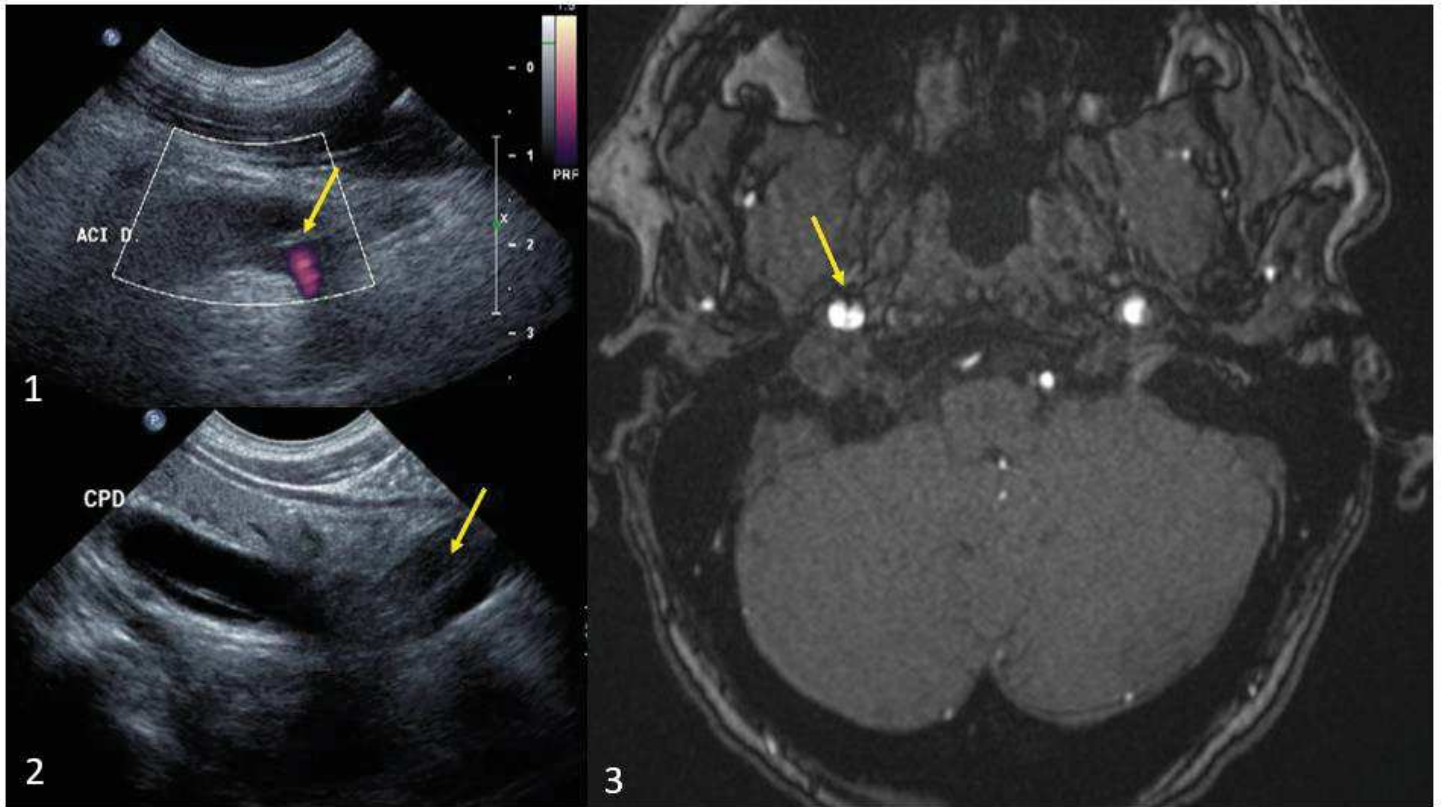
ETSA avec Doppler (1), flap intimal de l'ACI D sus-bulbaire, de la carotide primitive droite (2); (3) ARM TOF, flap intimal de l'ACI D
